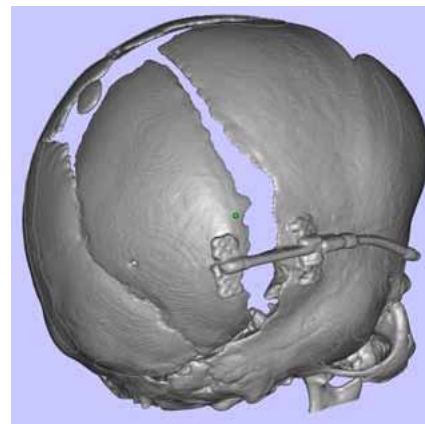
3Д-КТ, вторичная деформация теменно-затылочной области за счет расхождения расширенного ламбдовидного шва и аномального смещения теменной кости относительно затылочной — «деформация по типу крыла чайки» (“gull wing deformation”)
